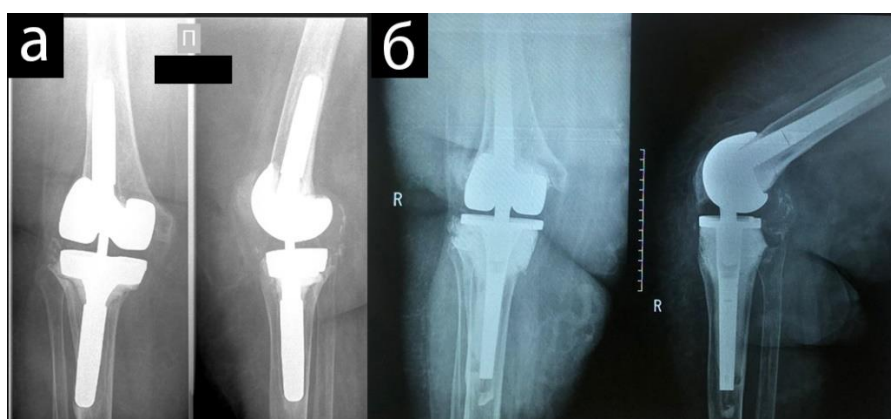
Рентгенография коленного сустава до и после операции с использованием разработанного эндопротеза
